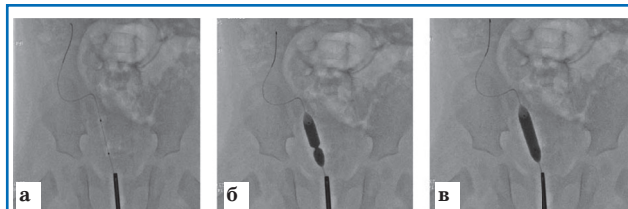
Рентгеноскопическая картина этапов баллонной дилатации: а – позиционирование проводника и баллона; б – заполнение баллона рентгенконтрастным содержимым с визуализацией зоны обструкции; в – результат дилатации под давлением 12 атм.
